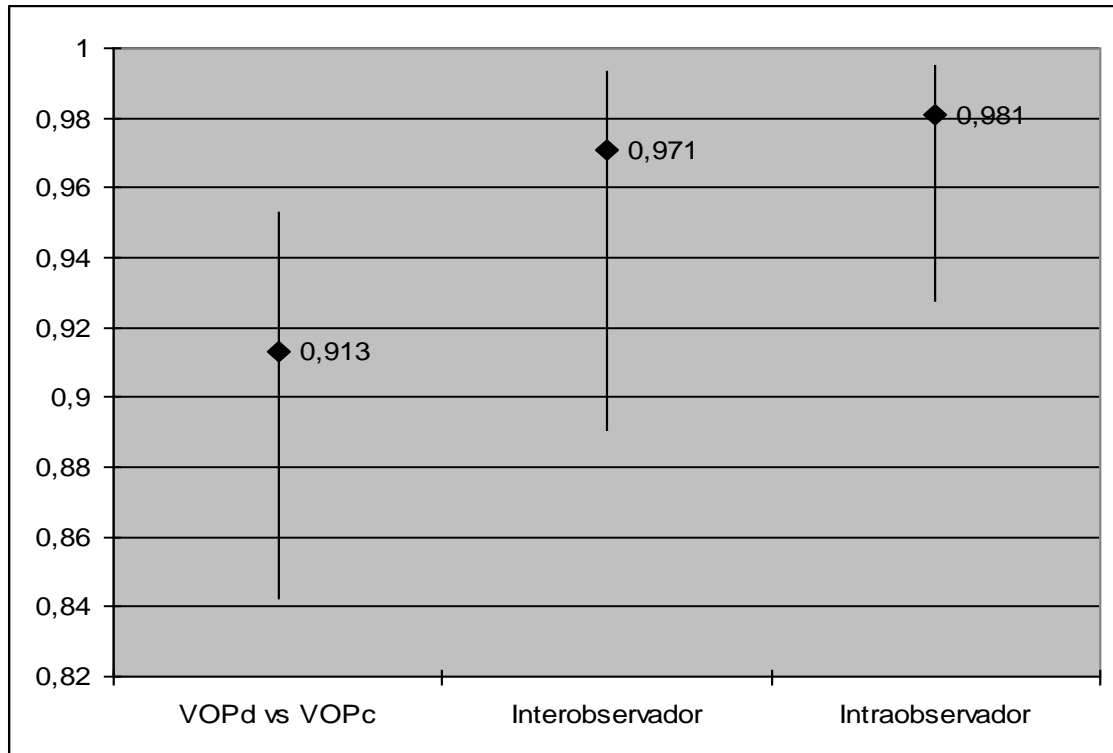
Coeficiente de correlación intraclass con los intervalos de confianza al 95% de la VOP doppler
